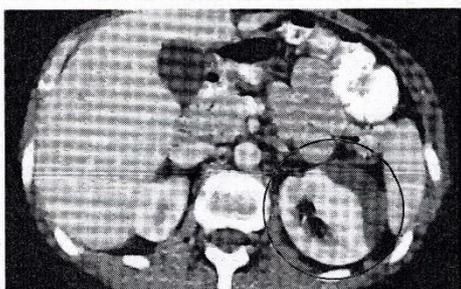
Lesión grado I. Hematoma subcapsular renal sin desgarro visualizado en TAC simple.
